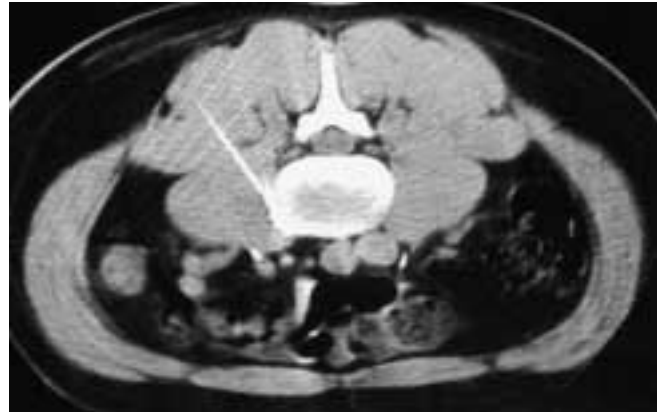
Simpaticolisi TC guidata: fase intermedia. Dopo aver inserito l'ago a livello delle apofisi trasverse di L2 e L4, con una traiettoria obliqua in senso latero mediale, in modo che la punta dell'ago arrivi a livello della superficie anteriore del corrispondente corpo vertebrale, vengono iniettati 2 cc di mezzo di contrasto, per avere la conferma della sede d'iniezione, per escludere la presenza della punta dell'ago in una struttura vascolare e per verificare preventivamente la diffusione dei liquidi all'interno del retroperitoneo.
